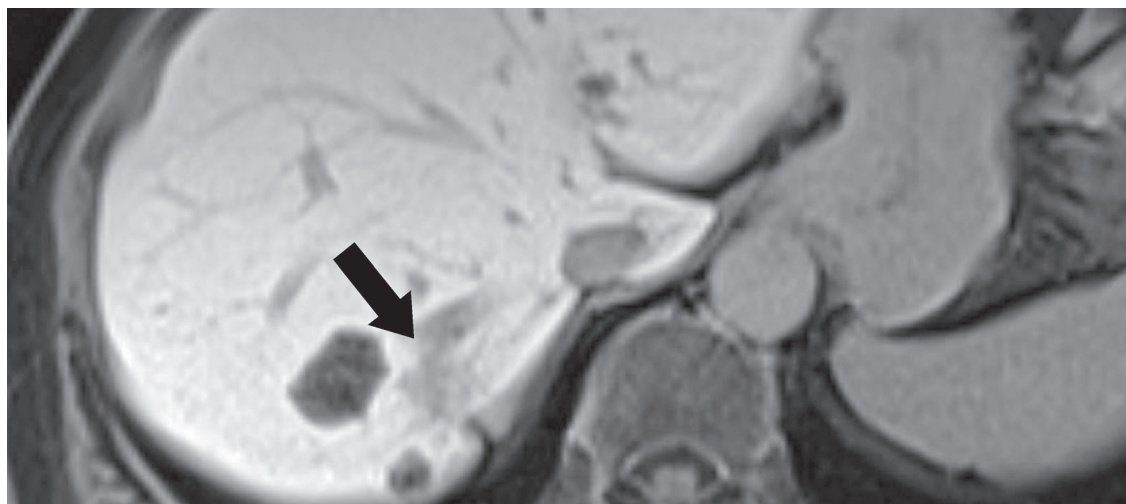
Gd-EOB-DTPA 造影 MRI 検査所見。後期相にかけて、造影剤の取り込み低下を認めた (➡)。
